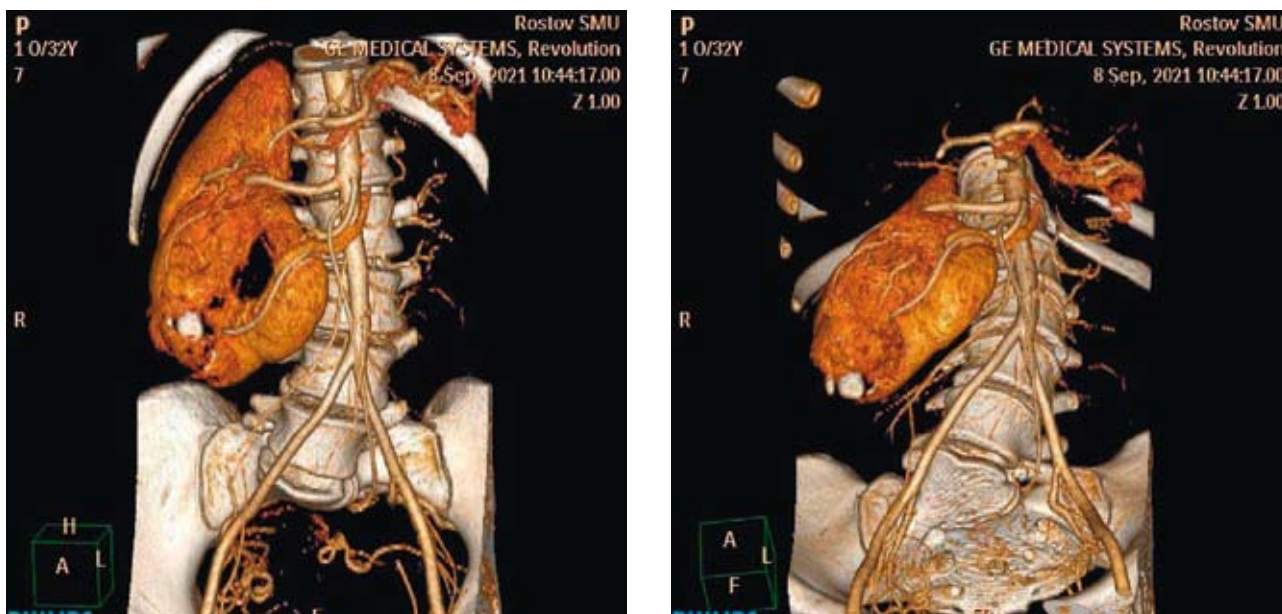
Компьютерная реконструкция СКТ-картины с контрастным усилением, сагиттальные виды: прямой (слева), наклонный относительно вертикальной оси (справа)
